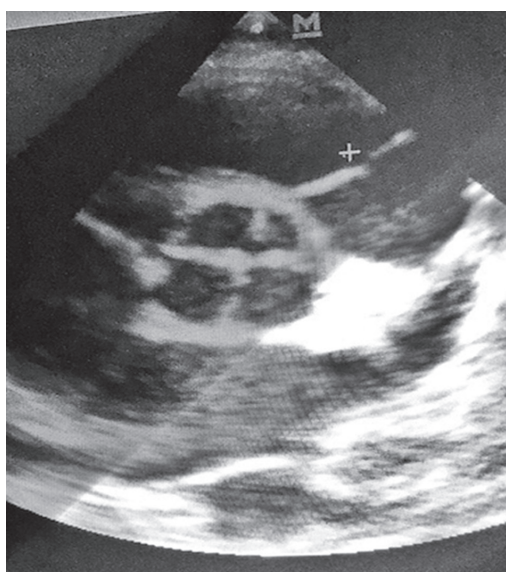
Эхокардиограмма 12-летнего спортсмена с четырехстворчатым аортальным клапаном
